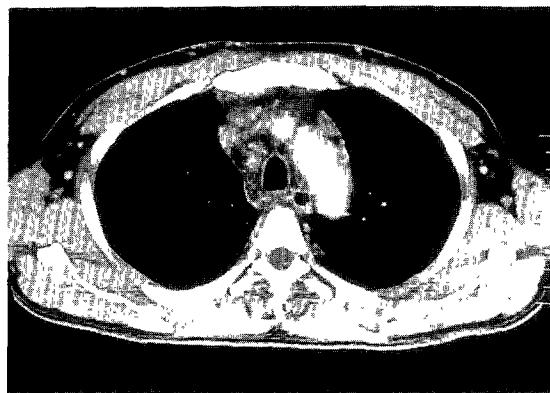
Chest CT scan findings. Chest CT scan at the level of aortic arch demonstrates narrowing of SVC with thrombosis and numerous collateral veins over anterior chest wall. Notice the multiple mediastinal LN enlargements.
